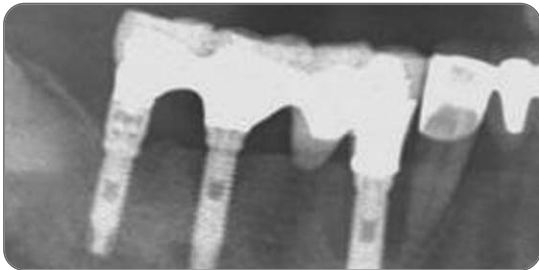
술전 방사선 사진. 하악 우측 임플란트 주변에 saucerization 양상의 골소실이 관찰된다.
